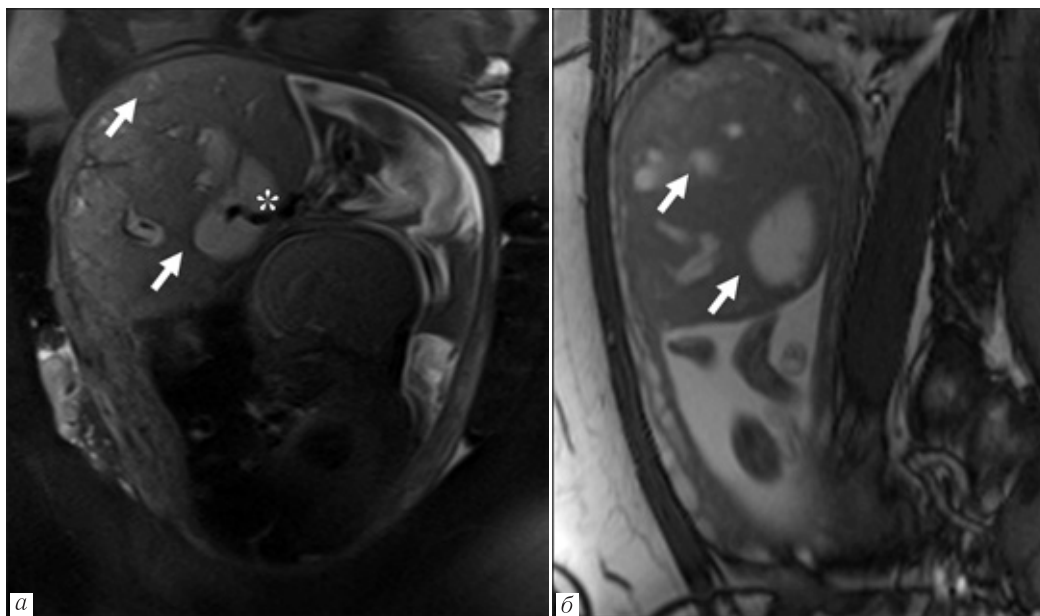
Мезенхимальная дисплазия плаценты. МРТ экстрафетальных структур, T2-ВИ, корональная (а) и сагитальная (б) плоскости. В полости матки определяется одно плодное яйцо с плодом и увеличенной в размерах плацентой неоднородной структуры, содержащей разнокалиберные кисты по типу «озер» (стрелки) с однородным жидкостным содержимым, расширенные хорионические сосуды, имеющие связь с пуповиной и проходящие в структуре вышеописанных кист (*)
